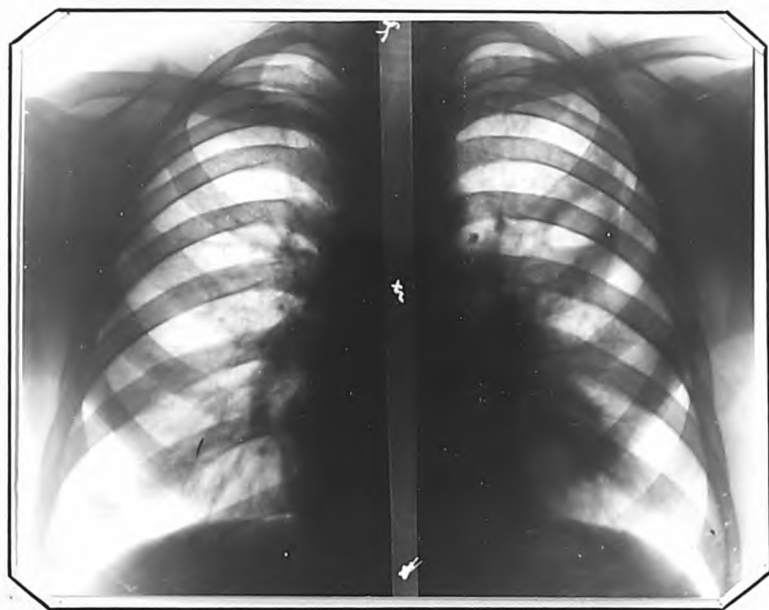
Рентгенограмма больного М., 21 г., от 6.1X.1947 г. Слева газовый пузырь искусственного пневмоторакса на гл-жах. В коллабированном легком ателектаз и полость распада.
